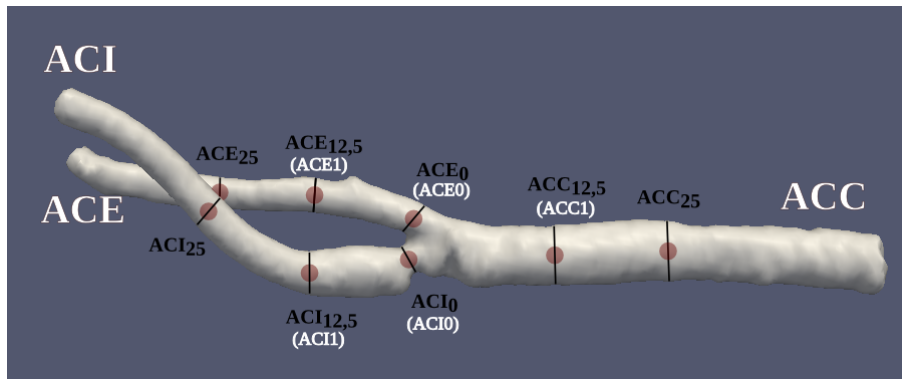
Secciones y zonas (representados con círculos rojos) donde se obtuvieron los espectros de velocidades mediante la ecografía Doppler. Las secciones se encuentran separadas aproximadamente a 12,5 mm una de la otra.
